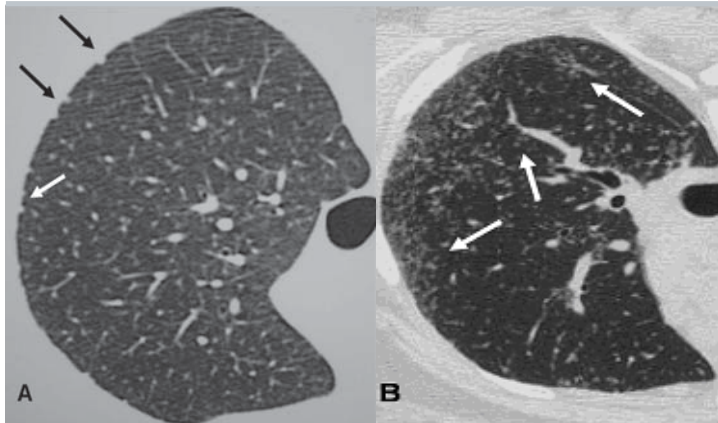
A) Tomografia computadorizada de alta resolução com cortes em decúbito ventral demonstrando micronódulos subpleurais (setas) e B) centrilobulares (setas) em paciente exposto à sílica
